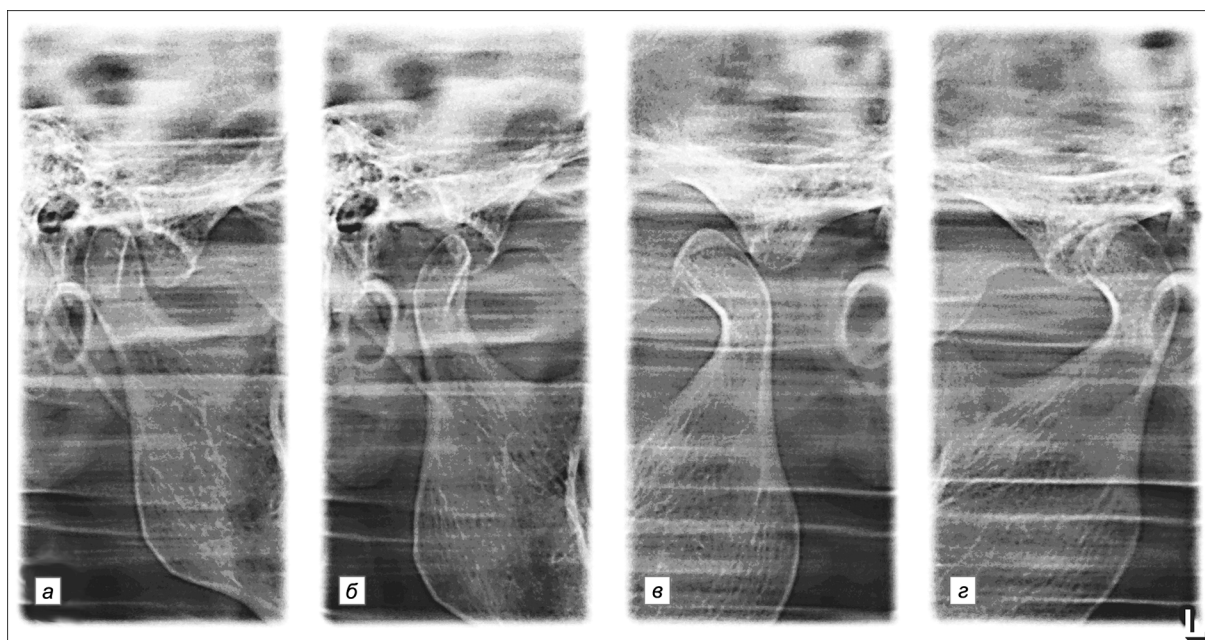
На прицельных рентгенограммах ВНЧС больной Б. с тяжелой степенью глубокого резцового перекрытия при закрытом (а, б) рте определяется сужение суставной щели слева. При открытом рте (в, з) левая суставная головка смещена значительно вперед за вершину суставного бугорка.
